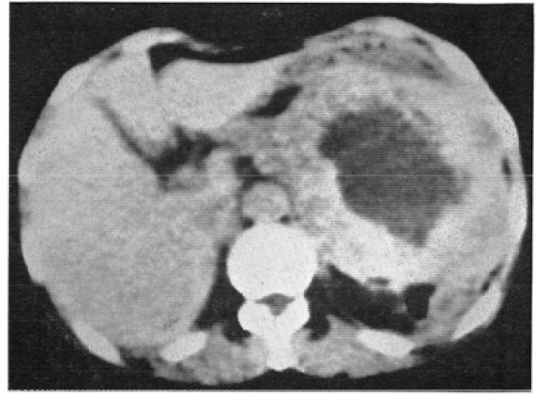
9は、胃の平滑筋肉腫例の膵シンチグラムおよびCT像。CT像では、腫瘍の壁の厚さが厚
